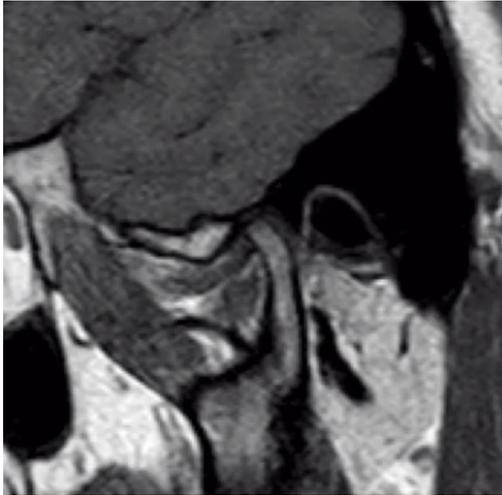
RMN de ATM. Corte Sagital.
